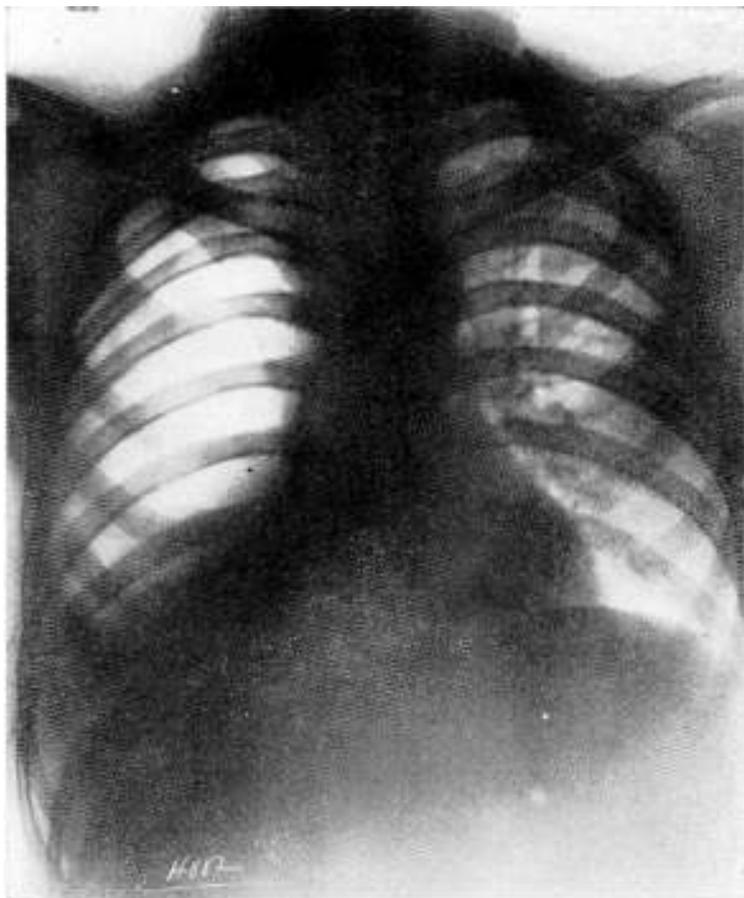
Radiografía practicada en julio de 1930, al ser dado de alta después de la primera pleurotomía. Neumotórax total.
